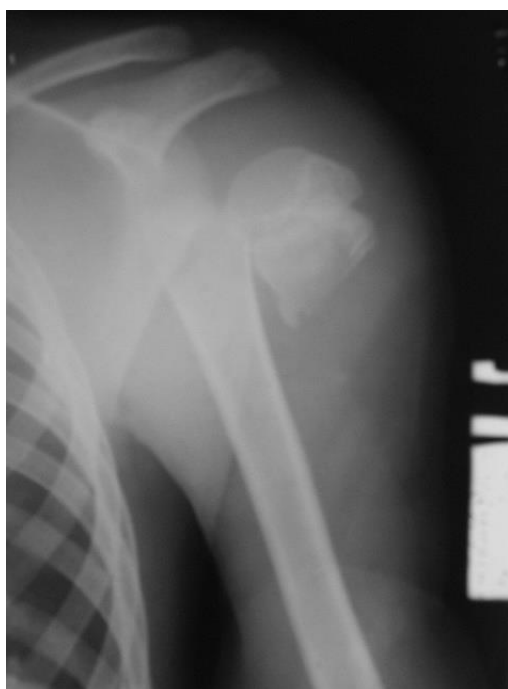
Рентгенограмма плечевого сустава в прямой проекции. В области хирургической шейки плечевой кости перелом с поперечным кнаружи (на величину ширины метафиза) смещением. Проксимальный отломок смещен вниз (захождение отломков). Полное несоответствие суставных поверхностей в плечевом суставе. Перелом хирургической шейки плечевой кости. Задний вывих плеча
